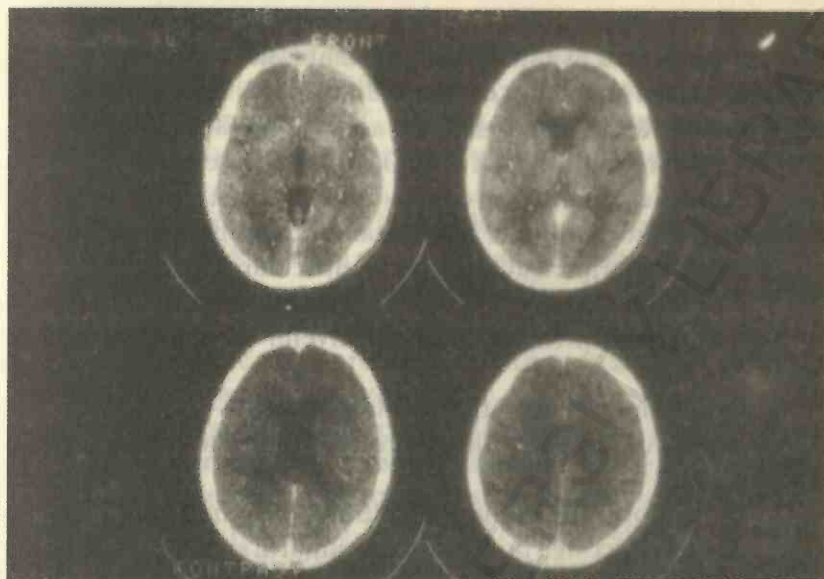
Examen CT cerebral ce evidențiază modificări de leukoaraiosis: zone de hipodensitate difuză în substanța albă profundă a hemisferelor cerebrale, bilateral, la un bolnav de 63 ani.
